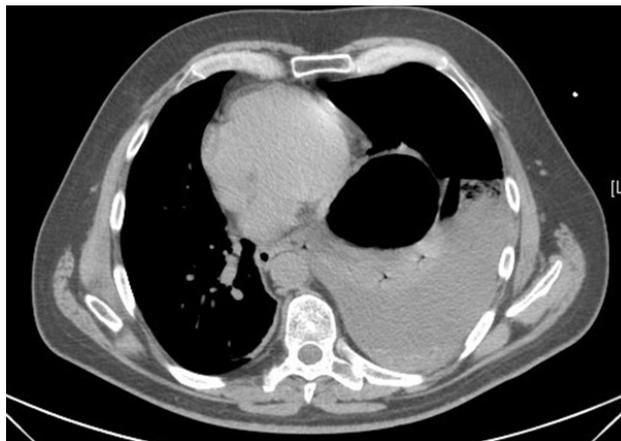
TC que muestra hidroneumotórax izquierdo a tensión
